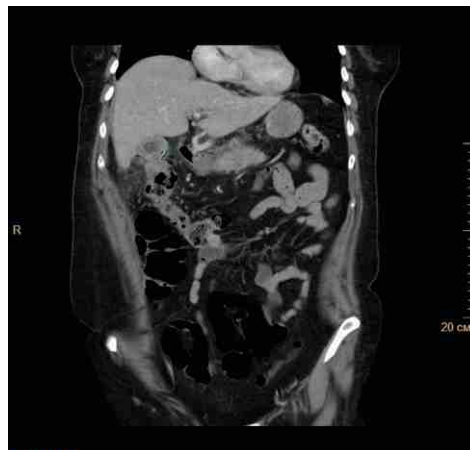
Компьютерная томограмма брюшной полости с контрастным усилением (26.08.2015). Визуализируются перипузырный абсцесс размером 4,5 × 3,3 × 5,0 см, свищ с печеночным углом ободочной кишки (2). Фото авторов
